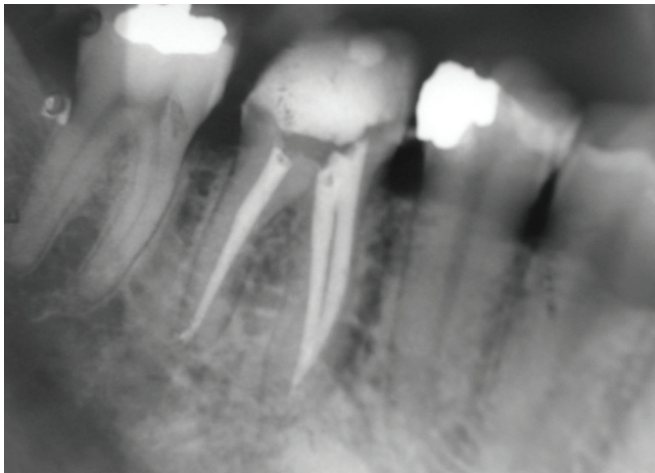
a) localização dos canais; b) radiografia final do tratamento endodôntico do dente 46.
